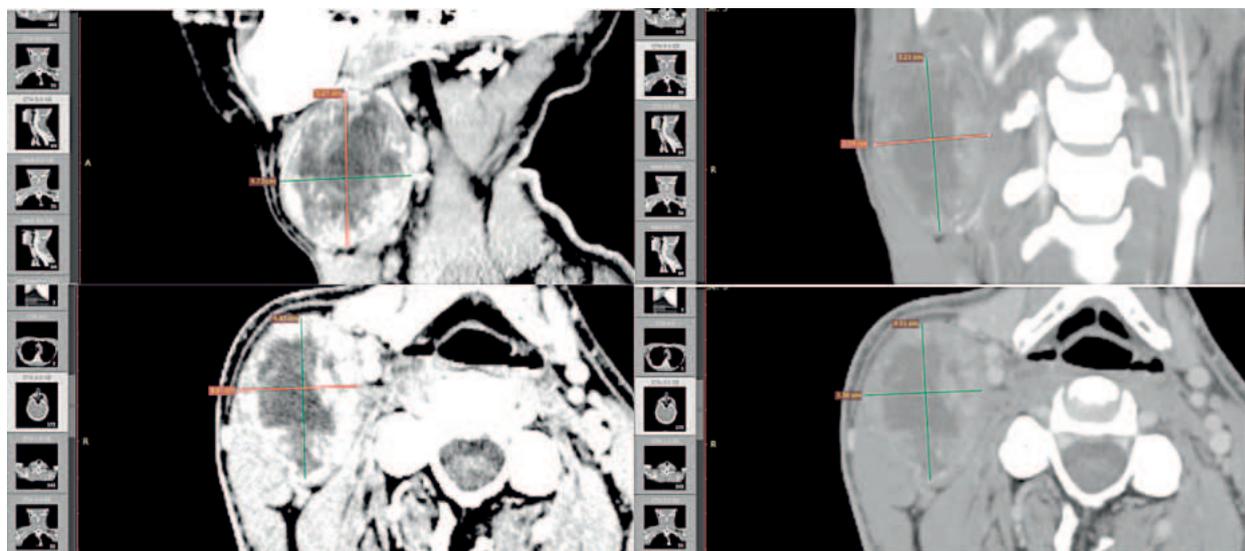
Patient aged 44. Computed tomography scan of the neck. CT visualization of a soft tissue formation with well-defined and regular contours, heterogeneous density, located anterior and inferior to the right parotid salivary gland, with tight adherence to and compression of the right internal jugular vein.
